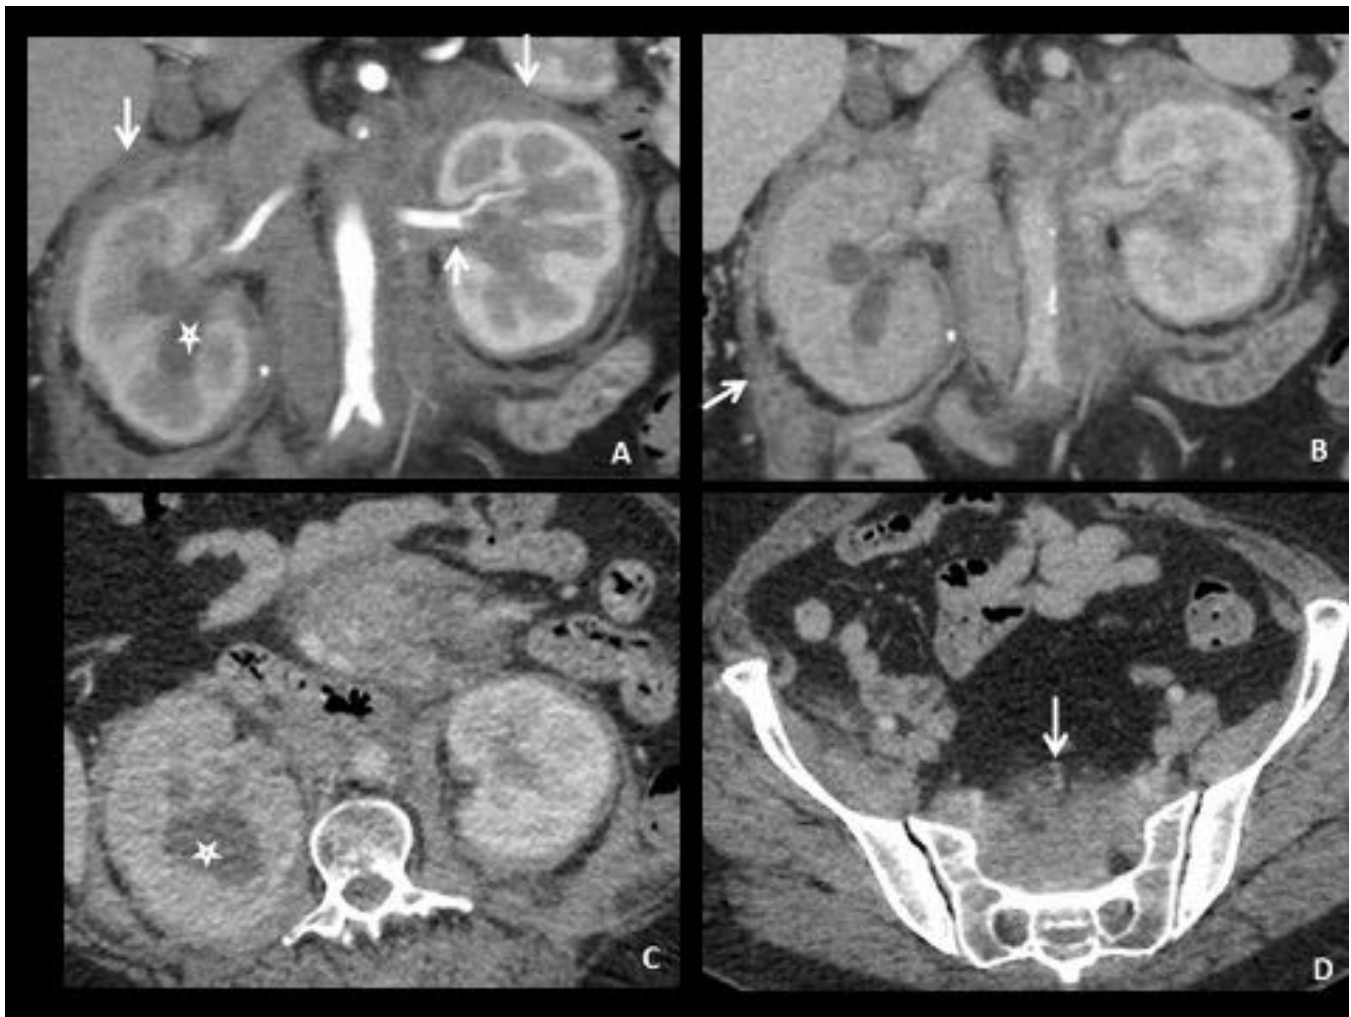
TC abdominal. Plano coronal renal en fases arterial (A) y venosa (B), y axial (C) en fase venosa. Infiltración difusa y bilateral de la grasa del espacio perirrenal, del seno renal y sus fascias, por un tejido de densidad de partes blandas homogéneo que presenta escaso realce postcontraste (flechas). Dilatación pielocalicial derecha grado II (estrella) con hipocaptación parenquimatosa secundario a la obstrucción por infiltración periureteral. Infiltración del espacio presacro (flecha en D).
